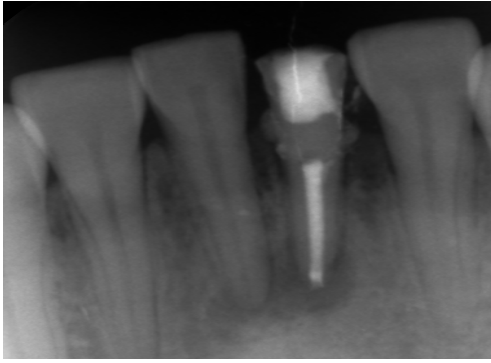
Teşhis radyografisi
